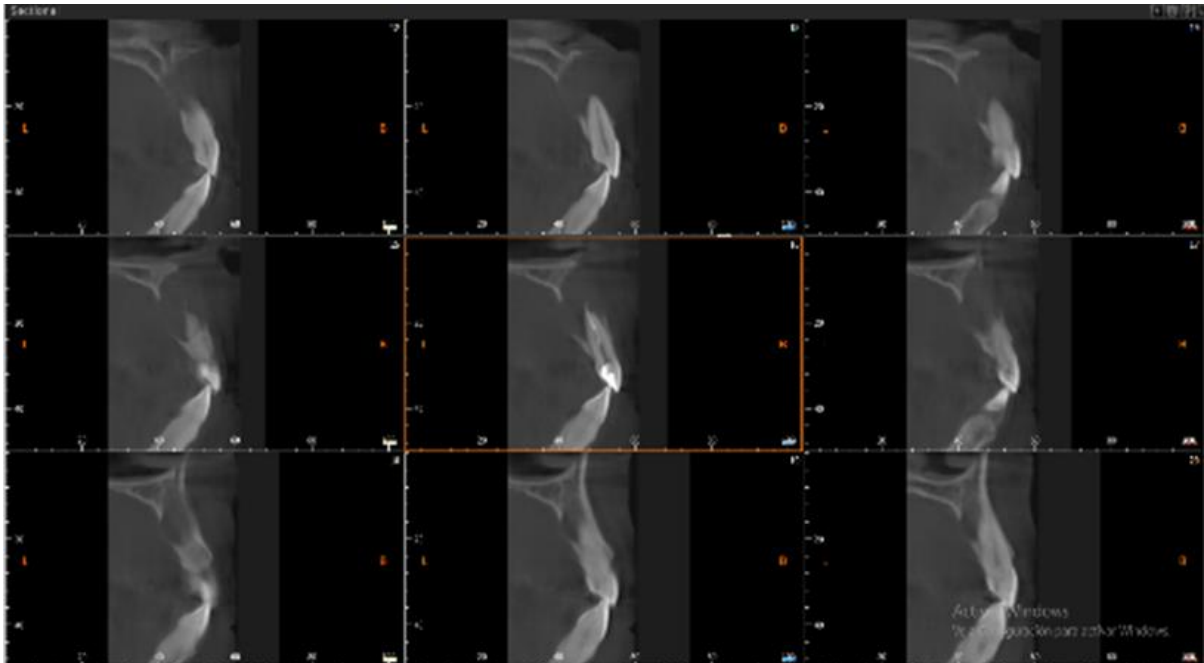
Tomografía Cone Beam de la pieza 22
